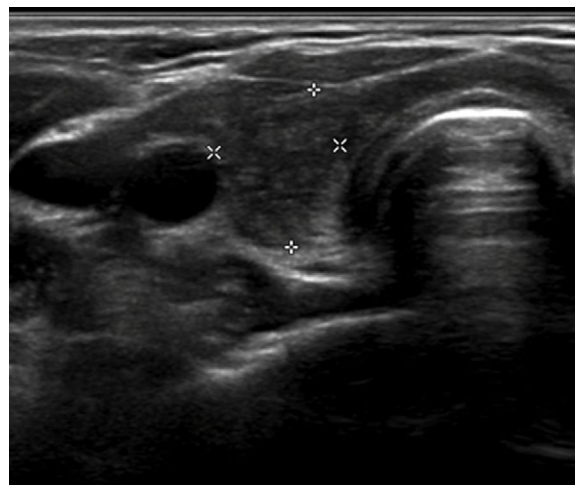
Ecografía de control a los 2 meses del inicio del tratamiento. Corte transversal de lóbulo tiroideo derecho, que presenta disminución difusa de la ecogenicidad, sin lesiones nodulares diferenciadas.
